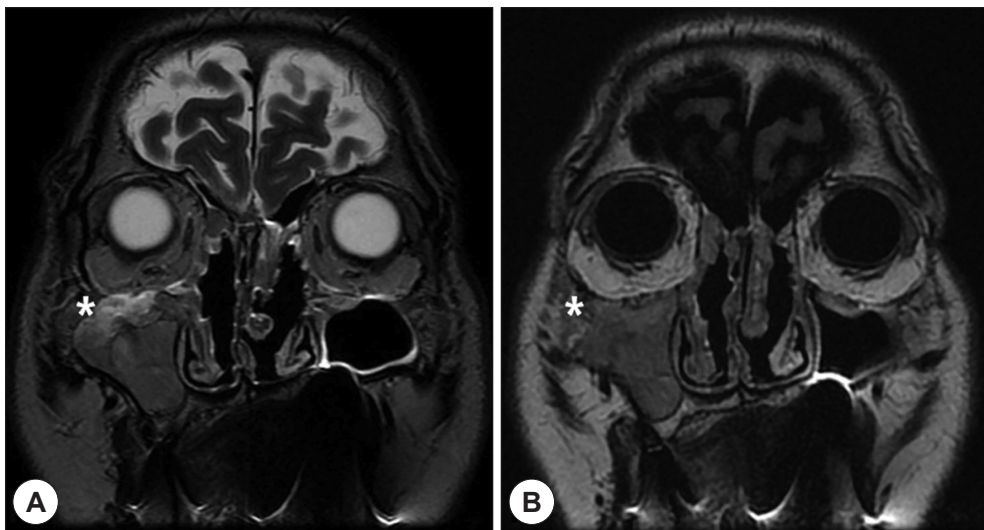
Postoperative magnetic resonance images 2 weeks after surgery. Mass at superior portion of right maxillary sinus (white asterisk) shows high signal intensity at T1 weighted (A), but shows intermediate signal intensity at T2 weighted (B).
